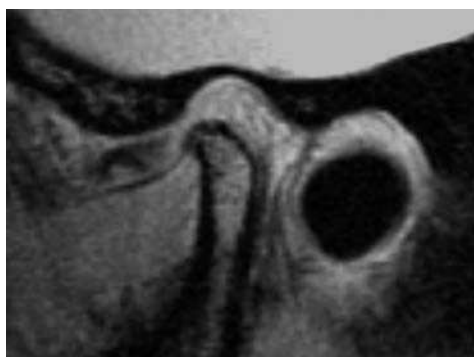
Tomografía parasagital ponderada en T1 una vez adoptada la posición de oclusión habitual. El disco se encuentra desplazado hacia anterior y su forma bicóncava se encuentra ya ligeramente modificada. El ligamento posterior parece engrosado.
